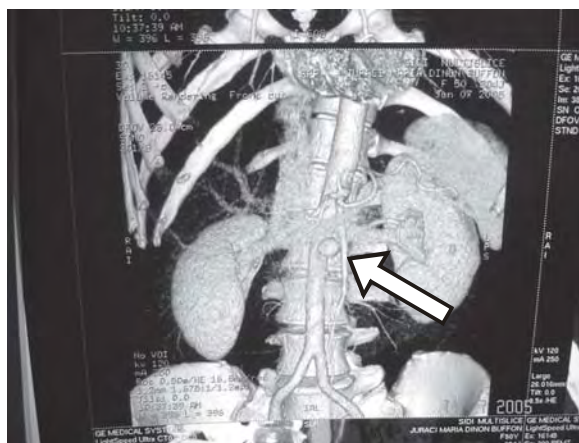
Confirmação de diagnóstico através de angiotomografia.
